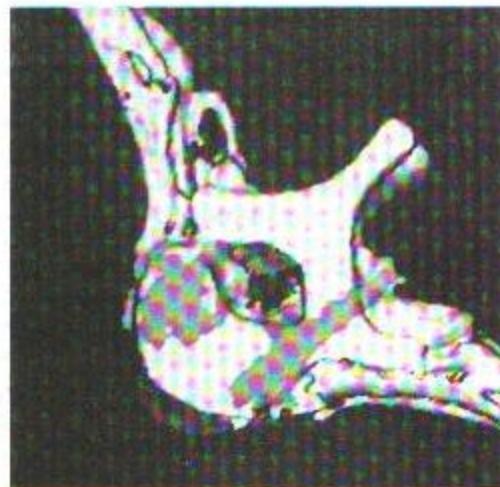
КТ-реконструкция Th3 позвонка после вертебропластики
